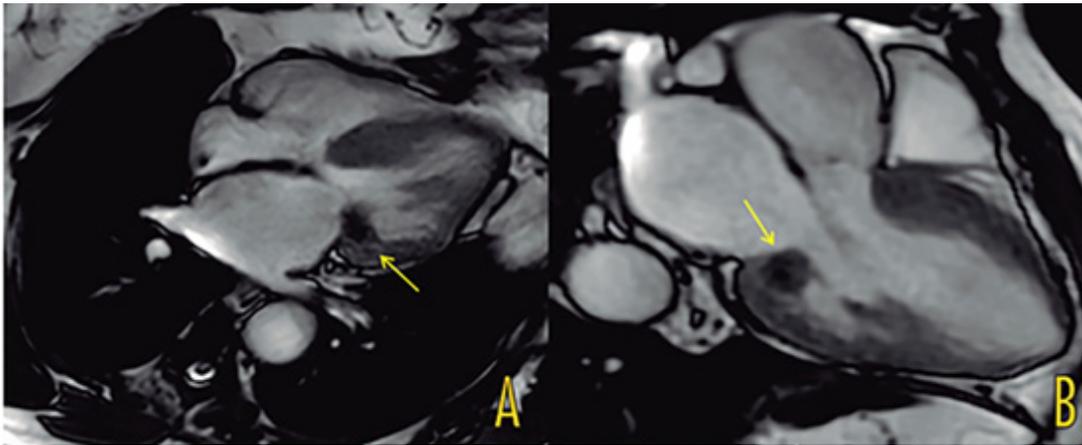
Ressonância magnética de coração. A) Corte apical 4 câmaras; B) Corte apical 3 câmaras.
